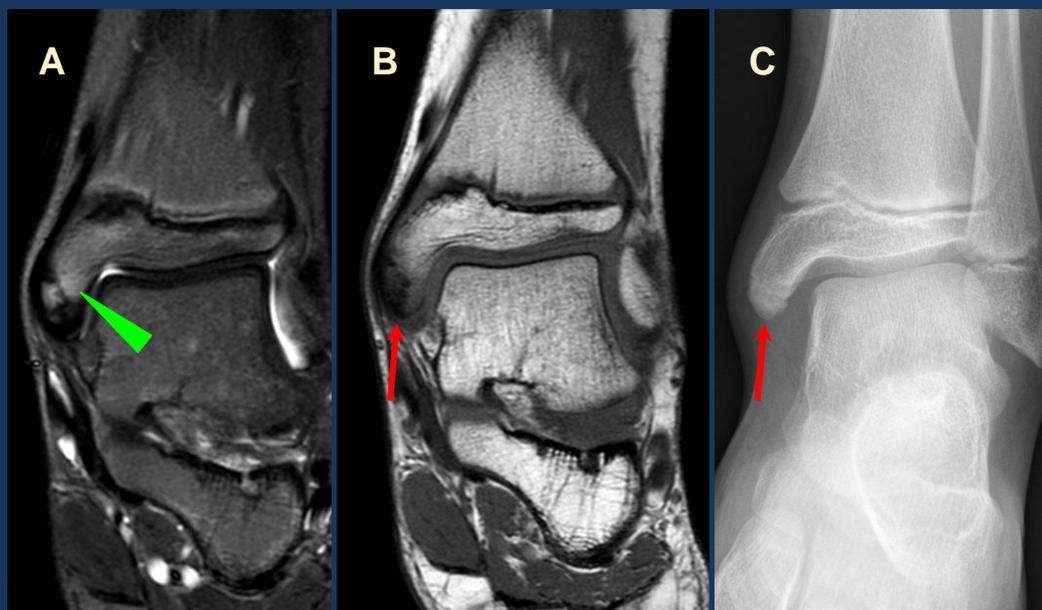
RMN de tobillo izquierdo (A y B) y RX (C). Se reconoce irregularidad del núcleo de osificación secundario del maléolo tibial, con fragmentación de su vértice (*flechas rojas*) (B y C). Se asocia a cambios de edema en secuencias STIR (*punta de flecha verde*) (A). Los hallazgos sugieren cambios inflamatorios secundarios a tracción repetitiva de las estructuras cápsulo-ligamentarias del tobillo.
